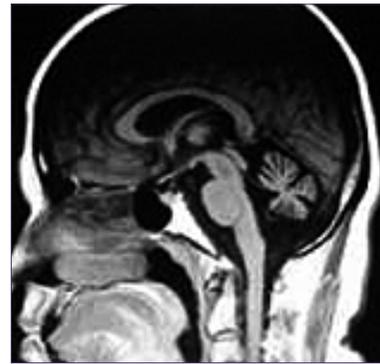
Imagen de RM cerebral en paciente con degeneración cerebelosa paraneoplásica en estadio crónico.
